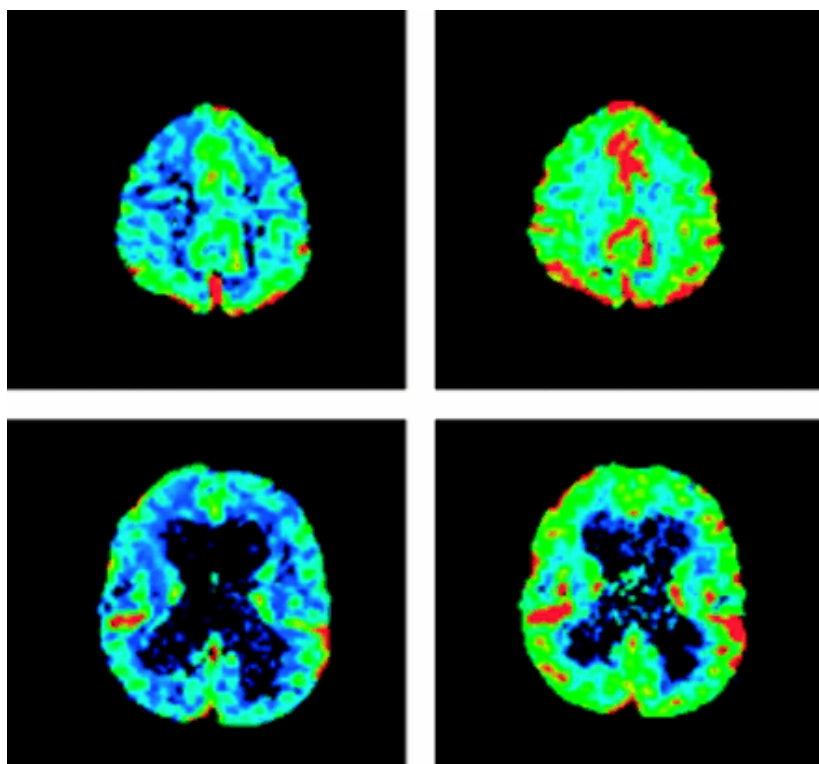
Perfusion weighted MRI : Amélioration du DSC chez un patient atteint d'HPN idiopathique, après PL. Avant (à gauche) et après PL (à droite).
